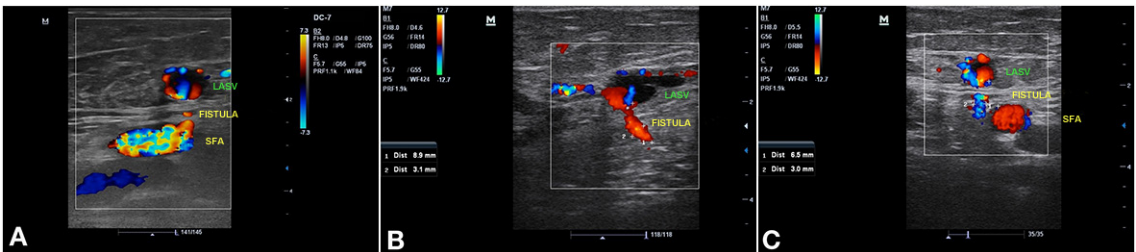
(A, B, C) Sonographic images of the arteriovenous fistula (AVF) between the lateral accessory saphenous vein (LASV) and the superficial femoral artery (SFA).
